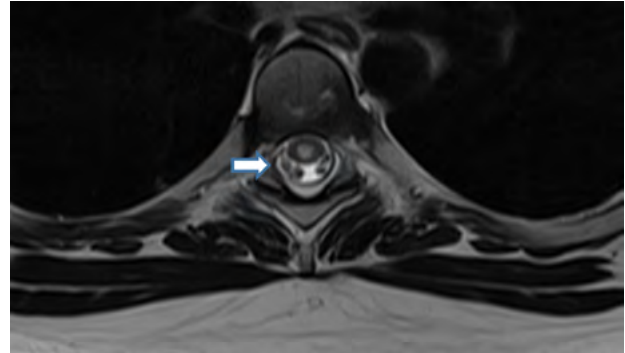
Resonancia magnética nuclear secuencia T2, en corte axial presenta alteración de la señal en la médula espinal a nivel de T6 compatible con una lesión inflamatoria.
